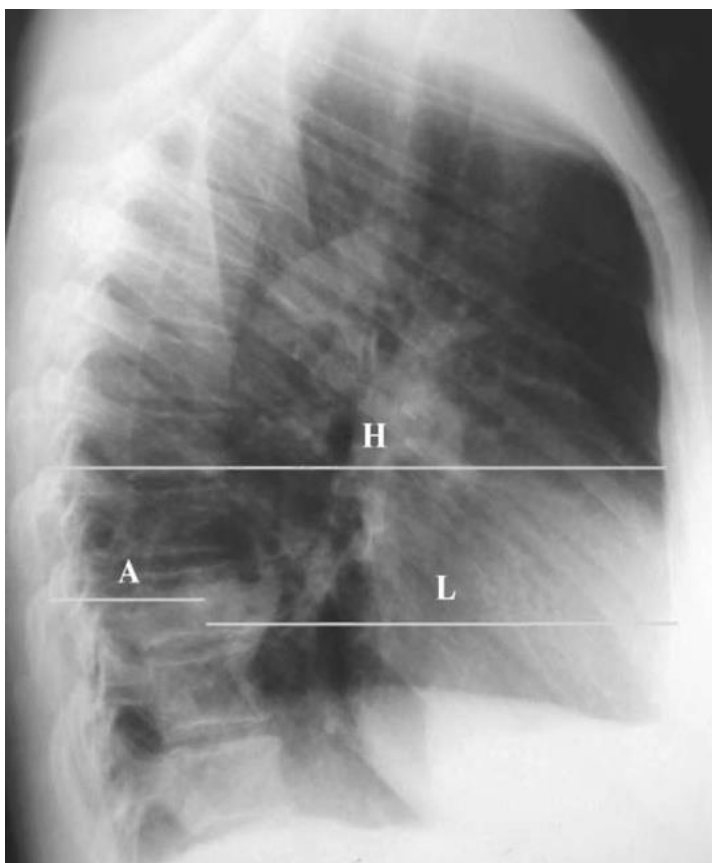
Рентгенограмма правого легкого в боковой проекции
